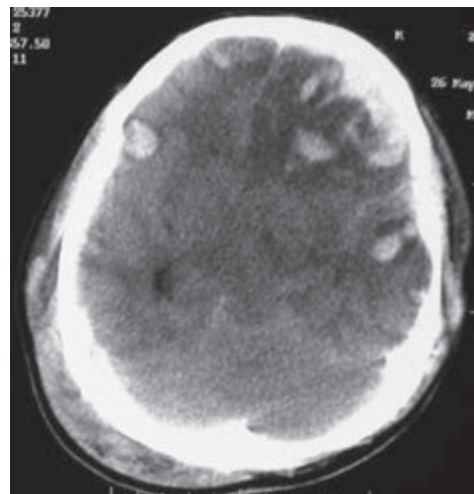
Компьютерная томография головного мозга, аксиальный срез. Множественные очаги ушибов в полушариях мозга, латеральная и аксиальная дислокация, отек мозга
